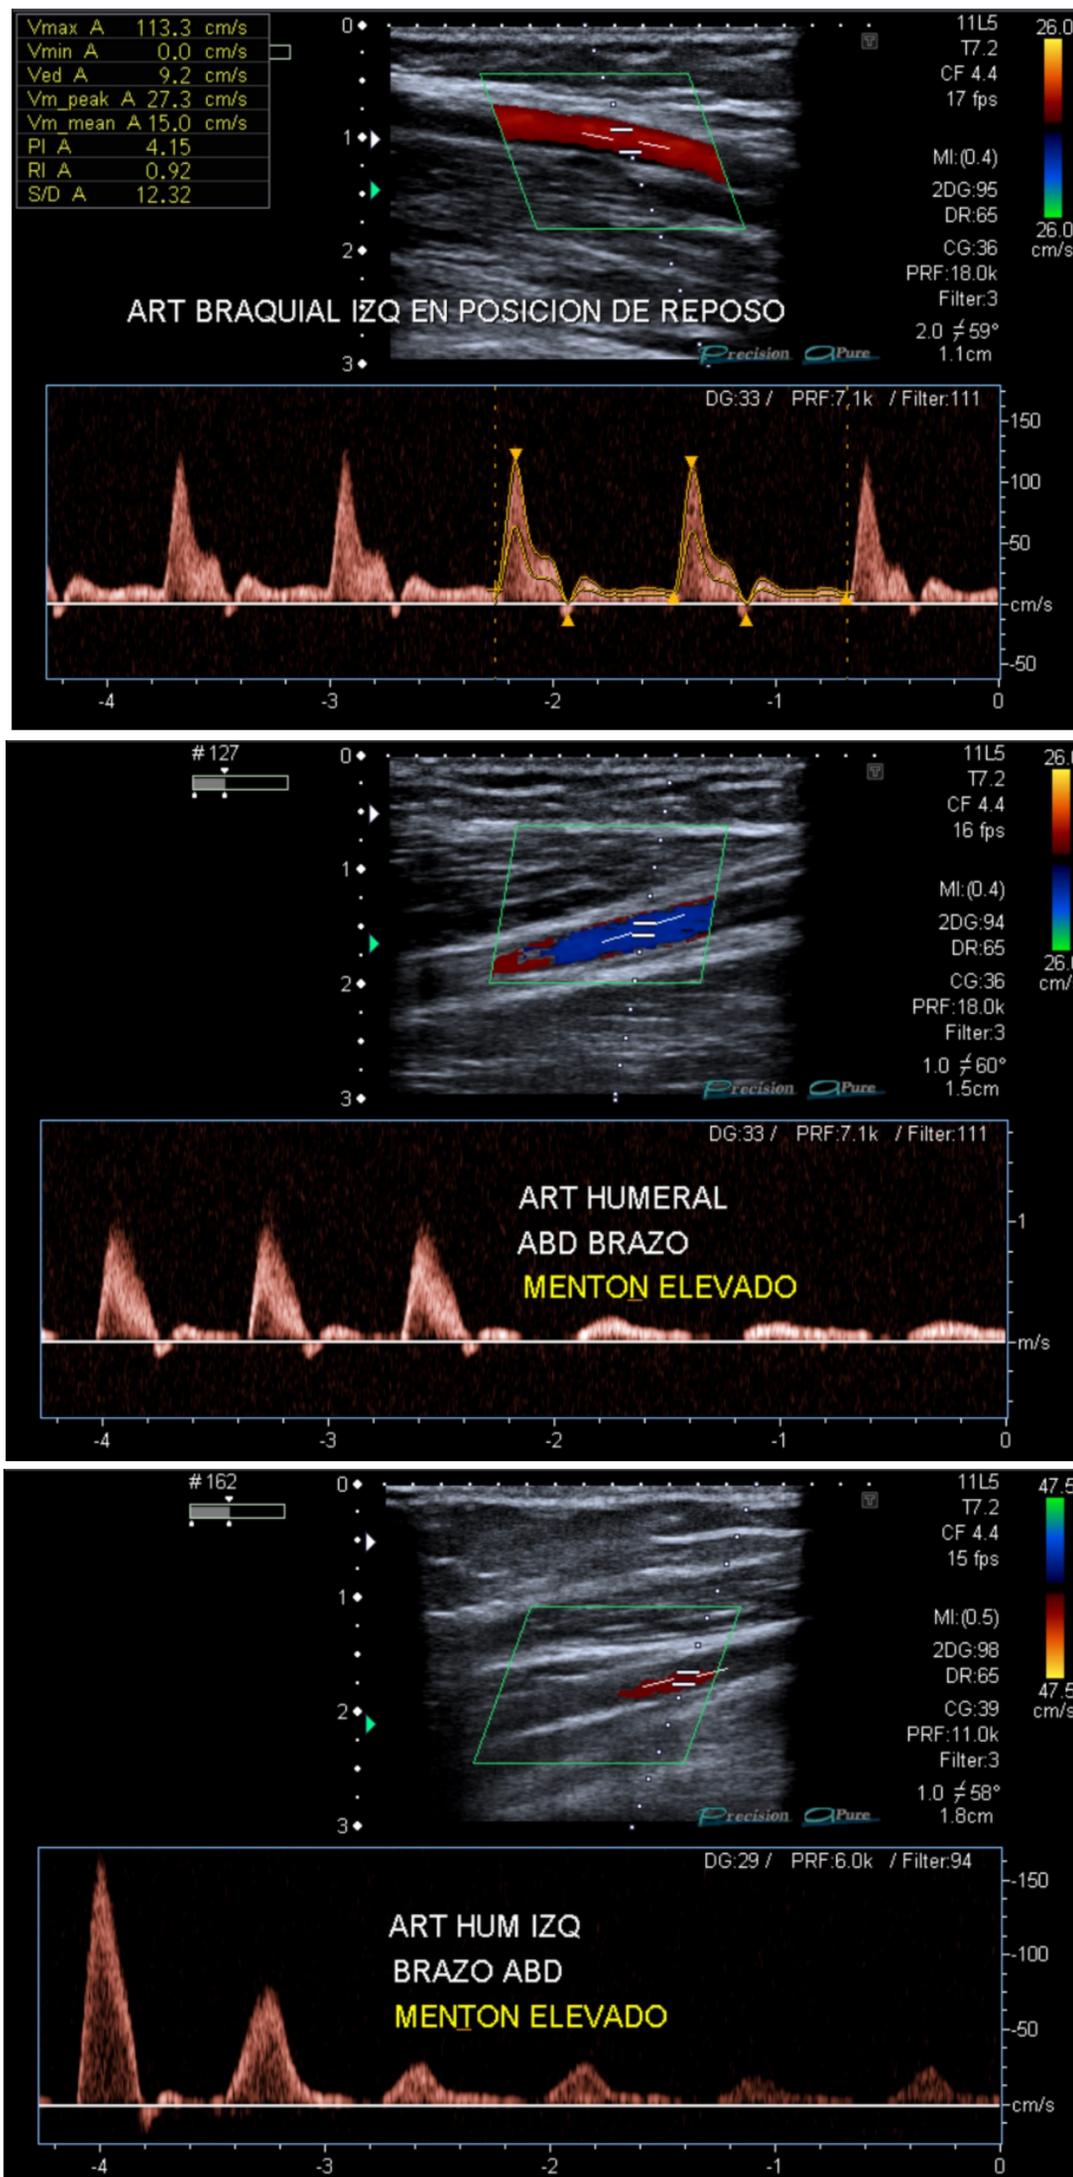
Paciente referida con sospecha clínica de SOT neurogénico. En la Ecografía Doppler color se registran morfologías espectrales de tipo post obstructivo en la arteria braquial ante maniobras de provocación, un signo indirecto de obstrucción dinámica en el eje arterial. Nótese que en posición neutra (aducción), la morfología espectral se encuentra conservada. Posteriormente, se le realizó una Angio-RM, en donde se visualizó dicho estrechamiento vascular dinámico y compromiso del plexo braquial. En casos como este, en donde hay un estrechamiento vascular aislado sin daño vascular, se informa la compresión vascular dinámica, pero no se debe diagnosticar como SOT vascular, para evitar un posible tratamiento innecesario. En este caso se confirmó la sospecha diagnóstica clínica del compromiso neurogénico.
